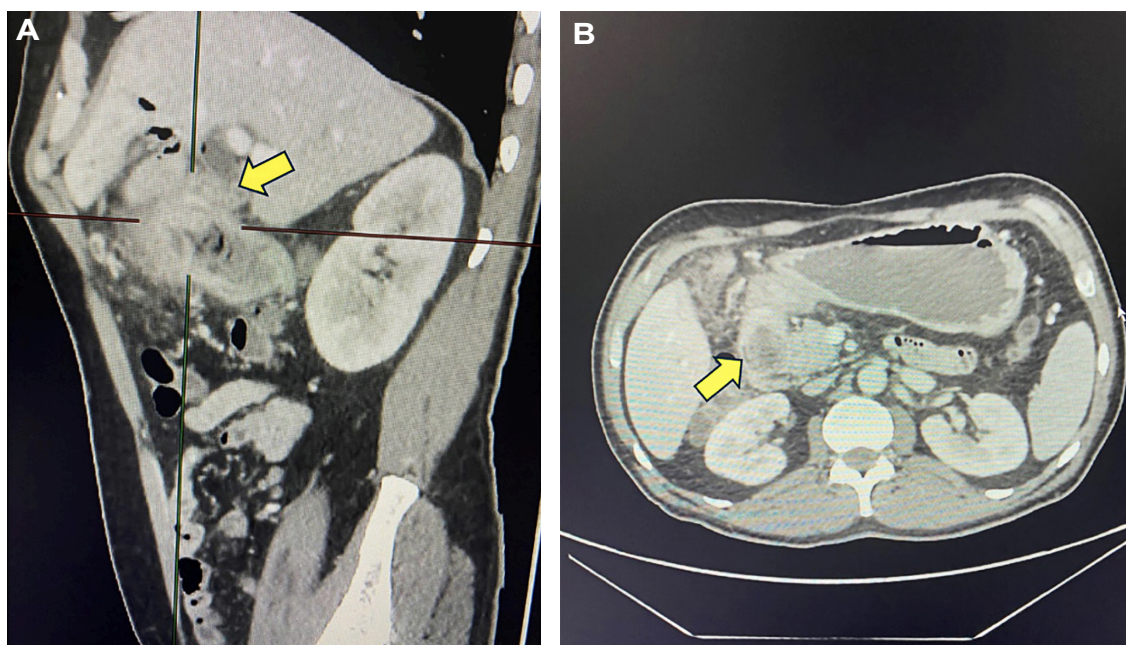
A. Tomografía computarizada de abdomen con hallazgo de una colección subhepática y cambios inflamatorios del parénquima hepático y la grasa mesentérica adyacente. B. Además, se aprecia dilatación de la vía biliar y neumobilia, con predominio en los radicales izquierdos.
